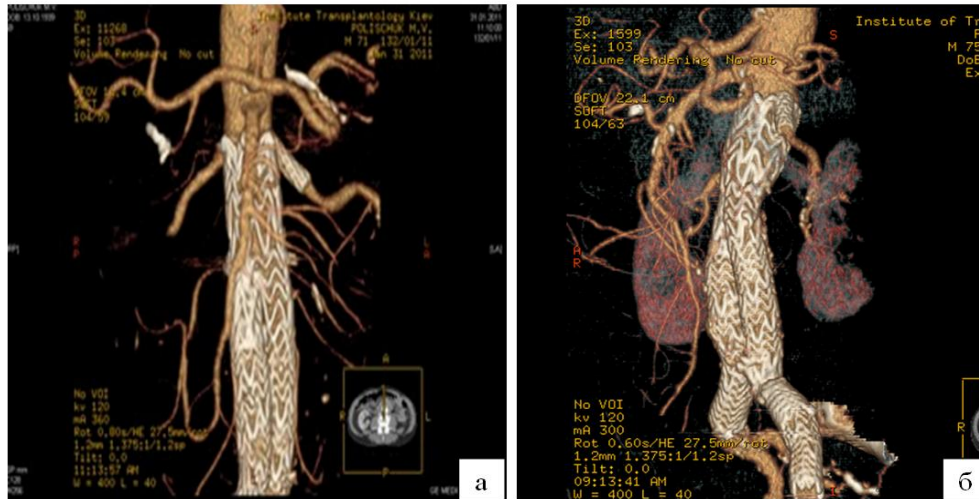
МСКТ через 5 місяців (а) і 4 роки (б).
